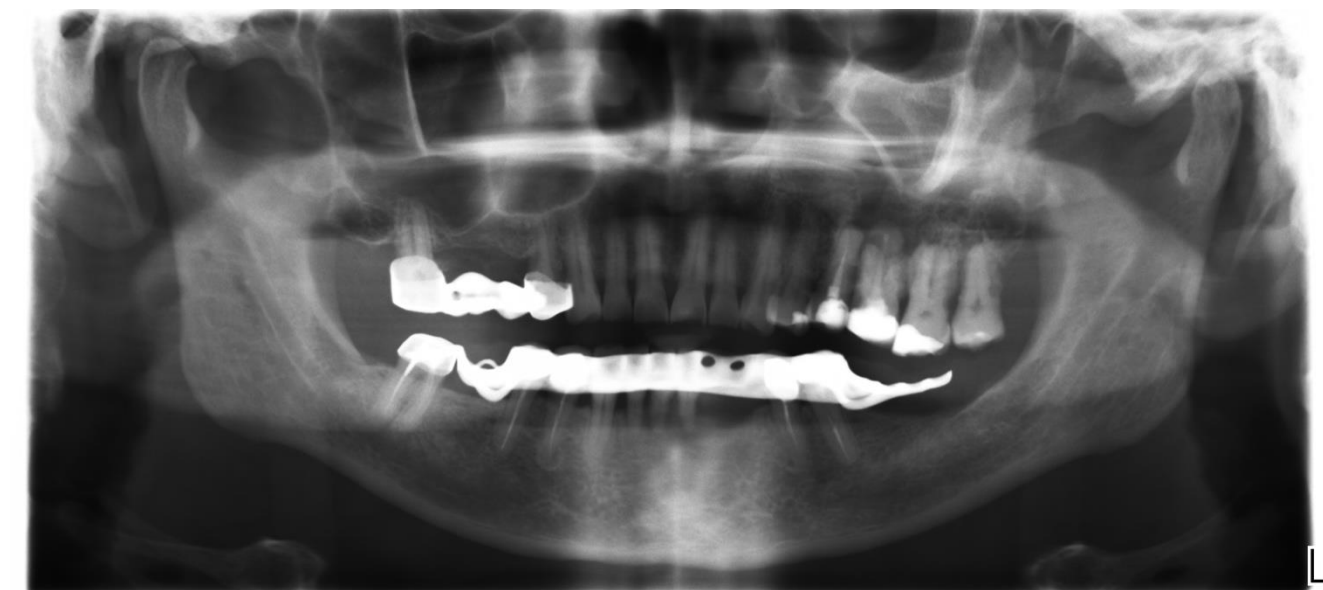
Ортопантомограмма исходной картины у пациента до лечения, пациент И.
